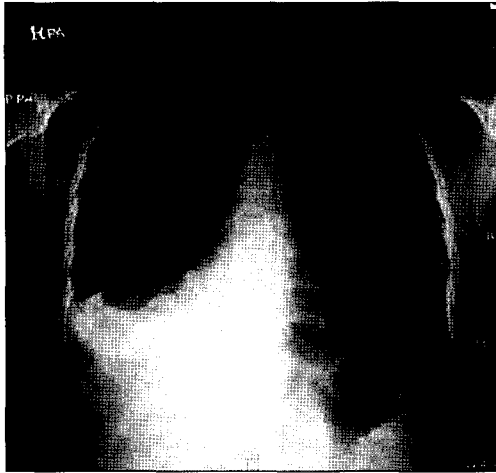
Preoperative chest X-ray shows atelectasis of right lower lung.
